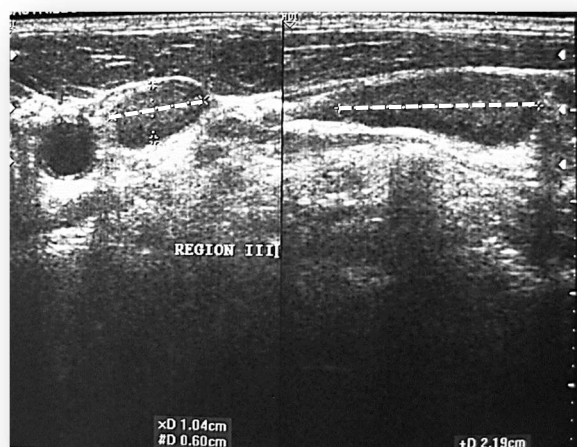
Ecografía. Izquierda: medición del diámetro transversal. Derecha: medición del diámetro longitudinal (líneas punteadas).
